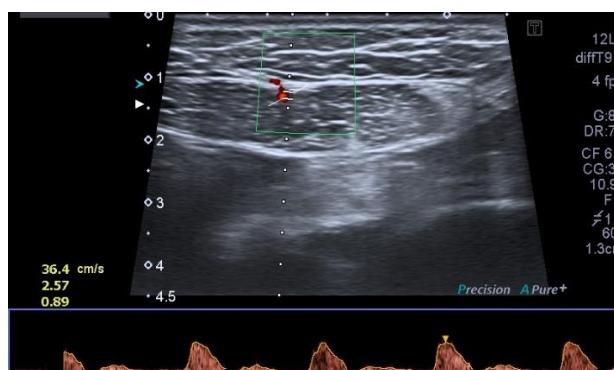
УЗИ мягких тканей передней стенки живота
